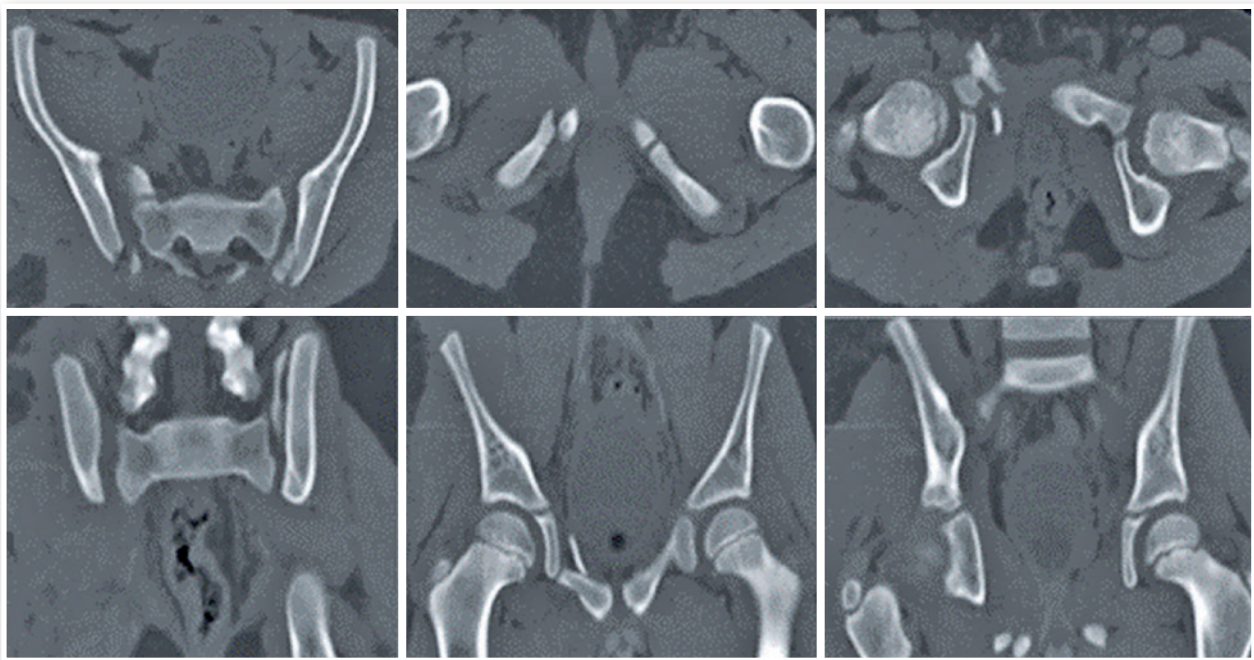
Imagem tomografia nos cortes coronal e axial evidenciando fratura-luxação sacroilíaca bilateral, associada a fratura dos ramos iliopúbico e isquiopúbico à direita.
